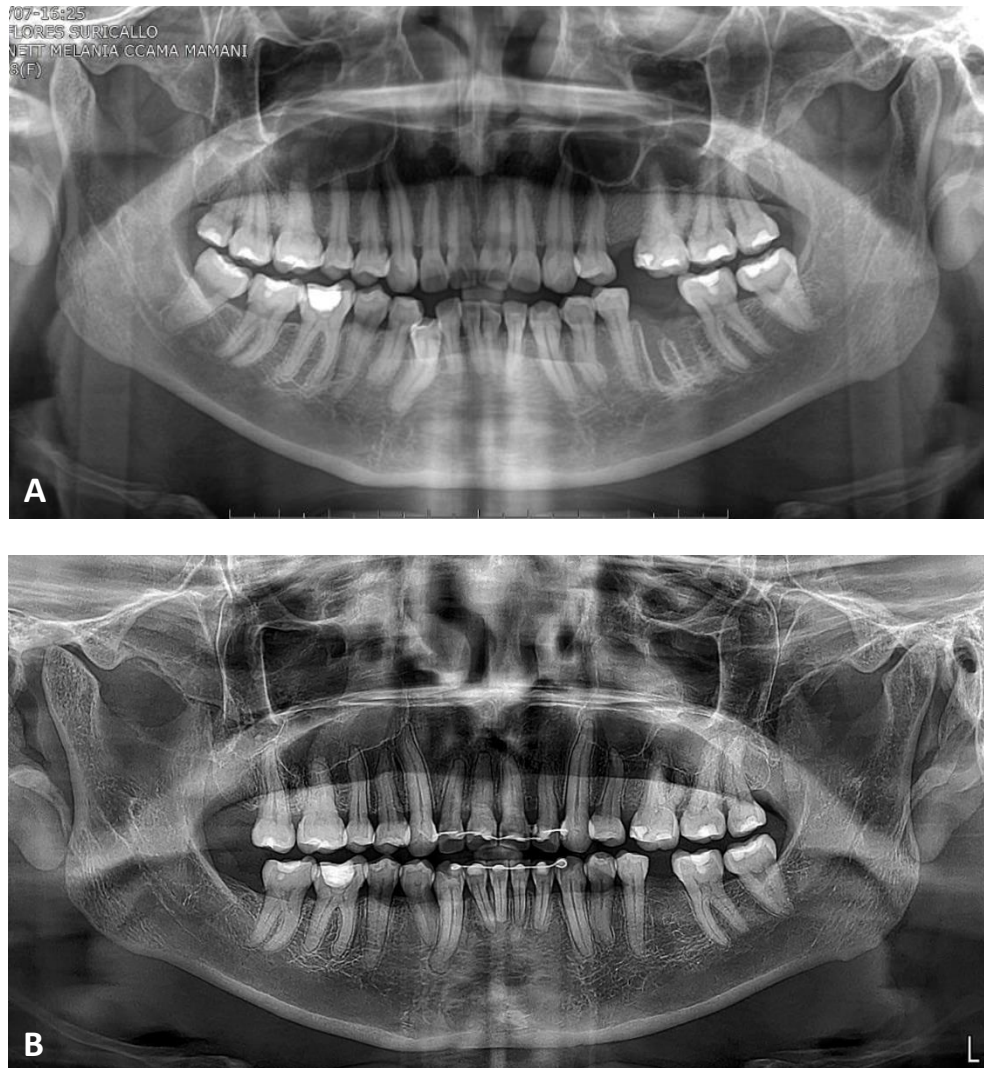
Radiografía panorámica.
